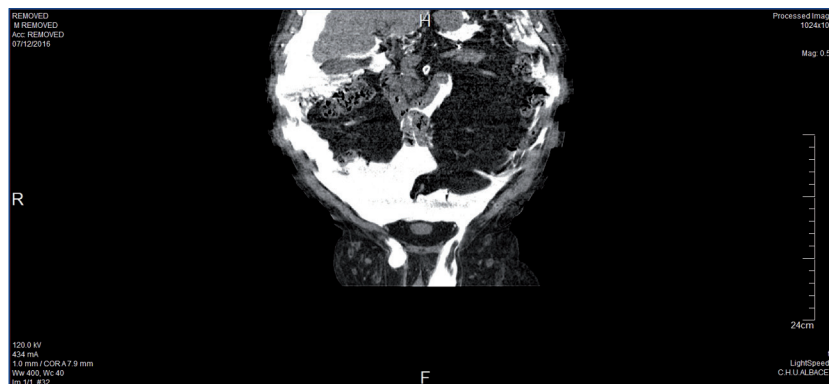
Reconstrucción coronal de peritoneografía con tomografía computarizada.
